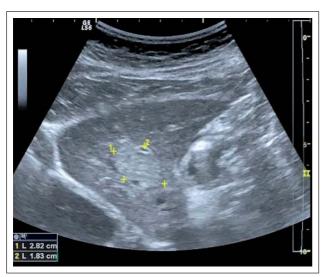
Sonographisch echokomplexer, mäßig echoreicher Rundherd der Leber im Lebersegment 2 (derselbe Herd wie in Abbildung 2 beschrieben).
